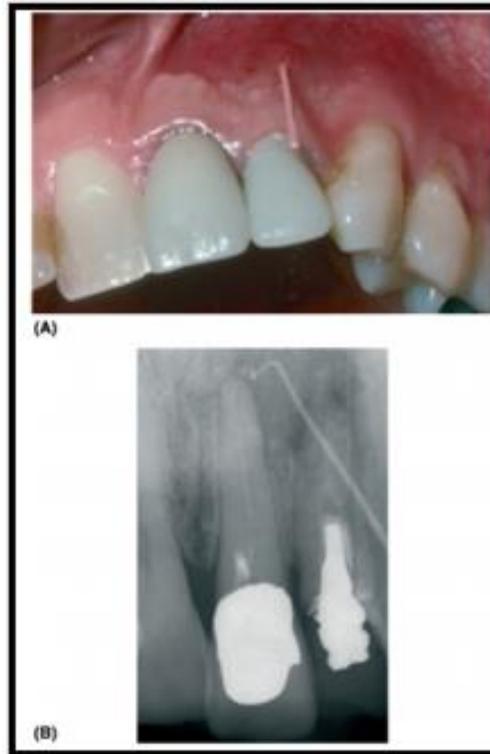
Se aprecia un drenaje del seno en la cara labial del incisivo lateral superior izquierdo. (A) Se ha colocado una punta de gutapercha (GP) en lugar donde se drena para encontrar el punto de origen. (B) La radiografía tomada con la punta de GP en el seno muestra que el punto de origen viene de la región periapical del incisivo central superior izquierdo, que tiene un tratamiento de conducto inadecuado. El incisivo lateral también tiene un sistema de conductos radiculares infectado y periodontitis apical crónica, pero este diente no está asociado al drenaje del seno.
